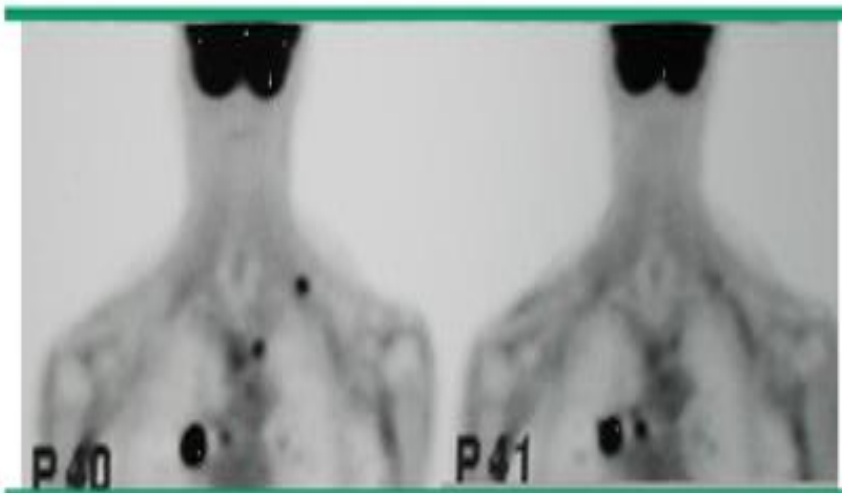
Estudio de PET - CT (tomografía por emisión de positrones -tomografía) FDG F-18 (fluor desoxiglicosa) del cáncer tiroideo de células de Hürthle. Imagen muestra captaciones metastásicas del radiotrazador en tórax y mediastino. Tomada de Tuttle R. M. (2019) ⁽⁸³⁾.
